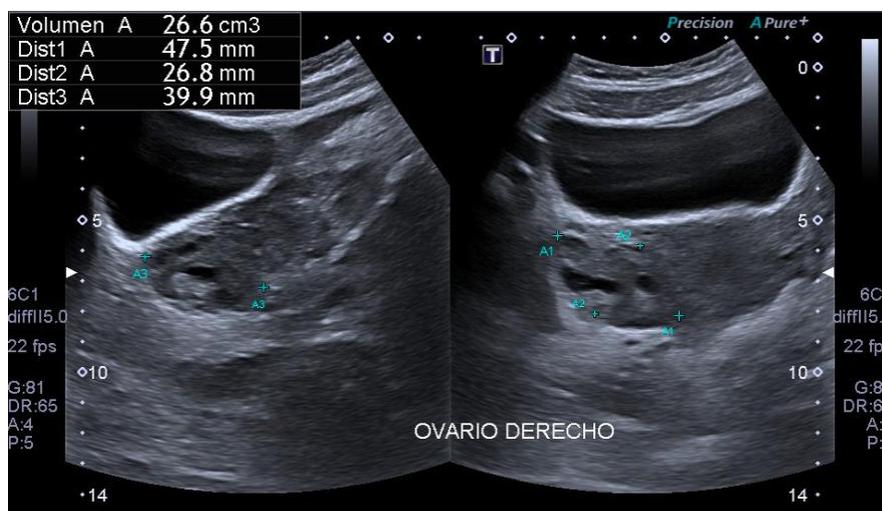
Ecografía pélvica supra pùblica de la paciente. Ovario derecho con formaciones quísticas
